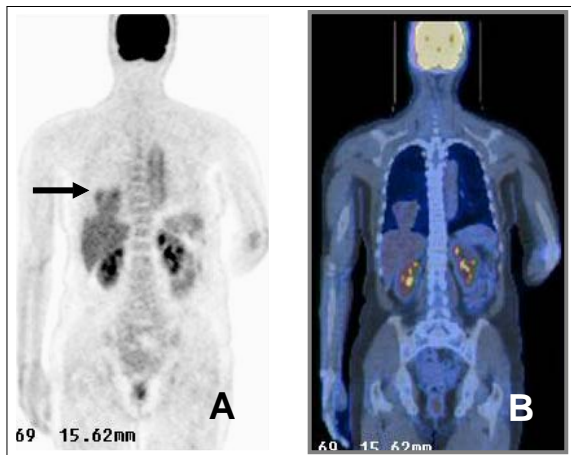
(A) FDG PET coronal image: FDG PET scan reveals increased FDG uptake foci in right lower lobe (peak SUV=3.7). (B) FDG PET fused coronal image: fusion PET demonstrated mild hypermetabolic mass in right lower lobe.
